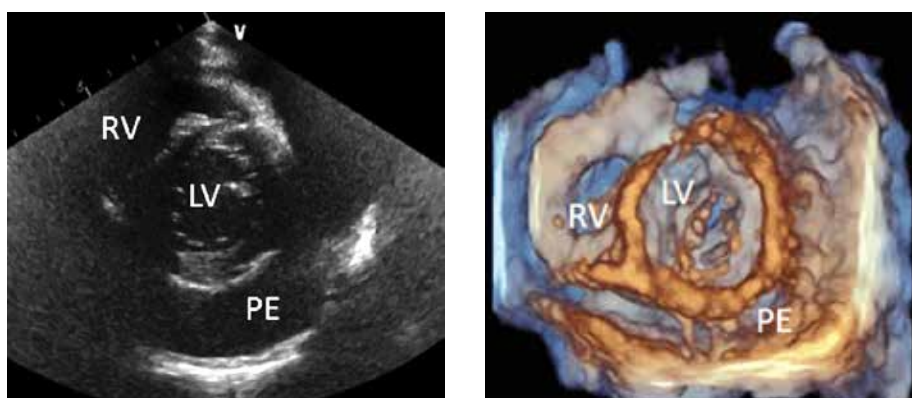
/b: Épanchement péricardique (échocardiographie 2D, axe court parasternal et 3D). RV = ventricule droit, LV = ventricule gauche, PE = épanchement péricardique)
